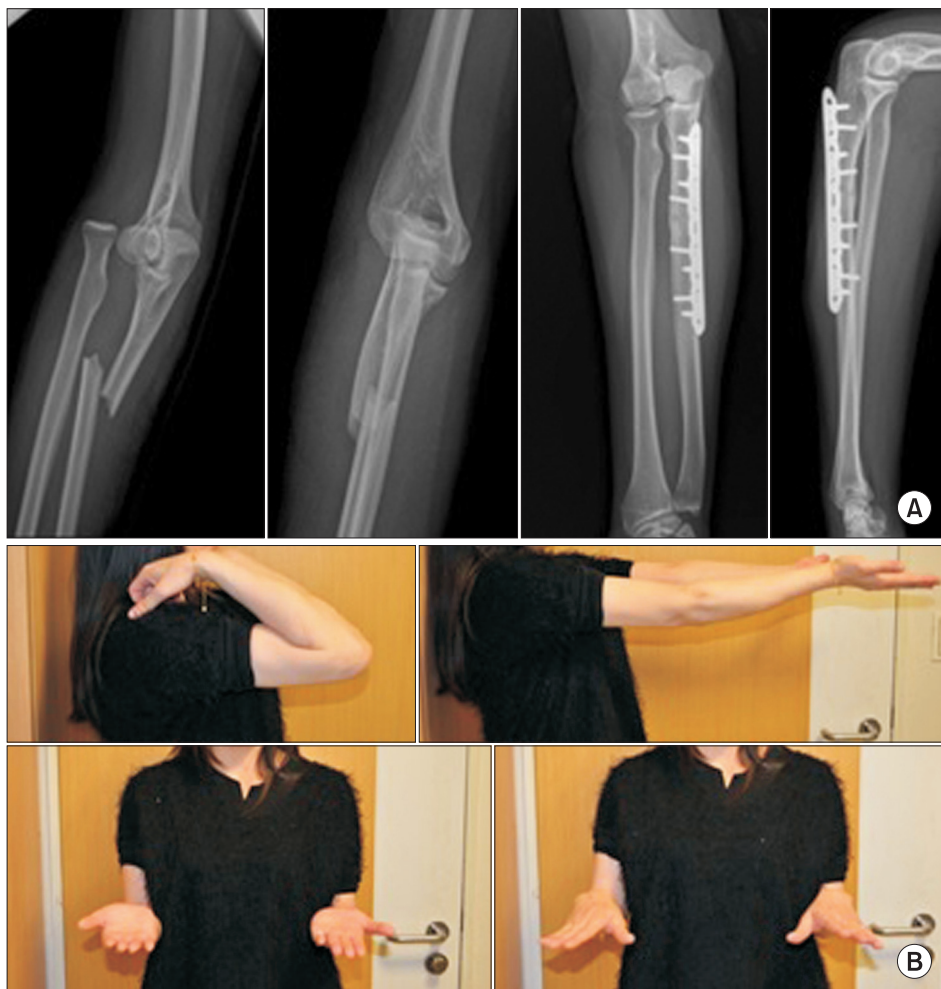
A 35-year-old female with Bado type I Monteggia fracture of the right forearm after pedestrian traffic accident. (A) Preoperative radiologic finding shows type I Monteggia fracture. X-ray shows anterior dislocation of radial head and angulation of ulnar metaphyseal fracture. Postoperative X-ray finding showed good alignment of ulna and radial head reduction. (B) At the final follow-up, and the range of motion was 5° to 140°, and satisfactory results were obtained.
